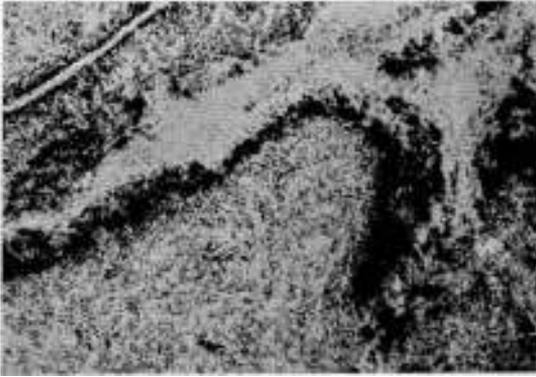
Histoautorradiografías por el método de "stripping", la autorradiografía está superpuesta al corte histológico coloreado, se observan granulaciones negras que corresponden a la reducción del bromuro de plata de la emulsión sensible por la acción de la radiación del radiocoloide  $Au^{198}$ , alojado en los senos y en la periferia de los folículos. Estudio practicado al sexto día de la inyección intramamaria de 1,7 mc. de  $Au^{198}$ .
